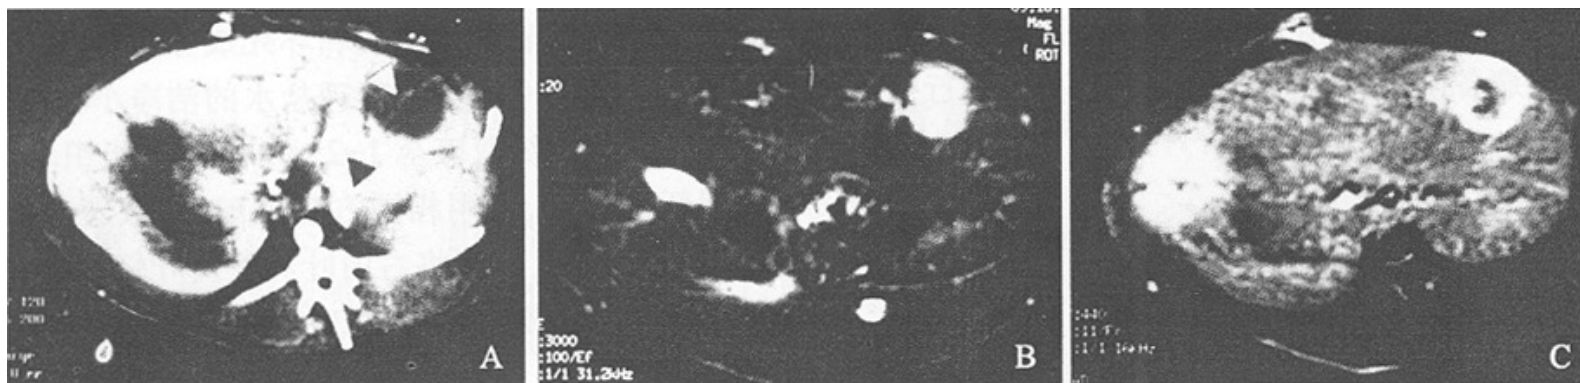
种植后2周兔VX2肝癌的CT、MRI 表现
